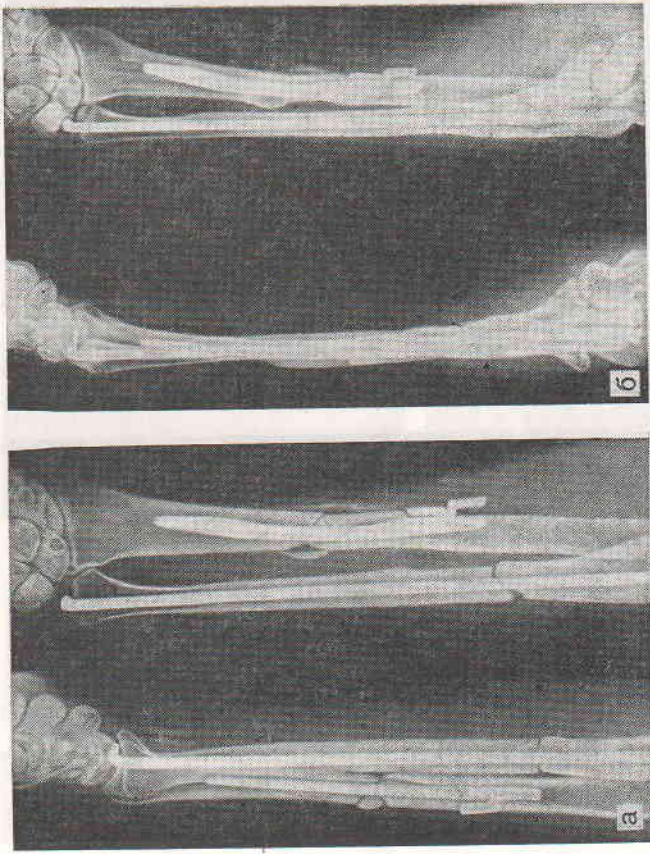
Рентгенограммы больного В. при поступлении (а) и через 3 мес (б) после ЭСО.
